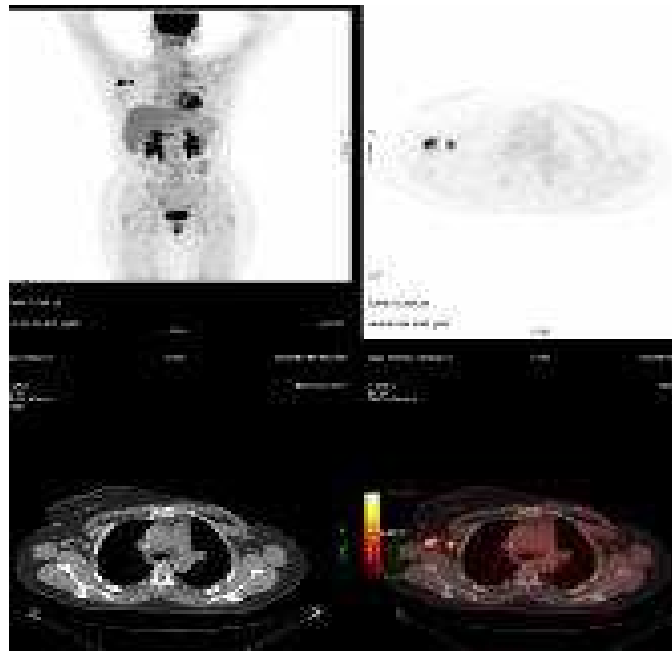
Image TEP-TDM : récurrence ganglionnaire d'un cancer de sein gauche traité. Visualisation de foyers hyper métaboliques au niveau axillaire droit en faveur d'adénopathies métastatiques.
